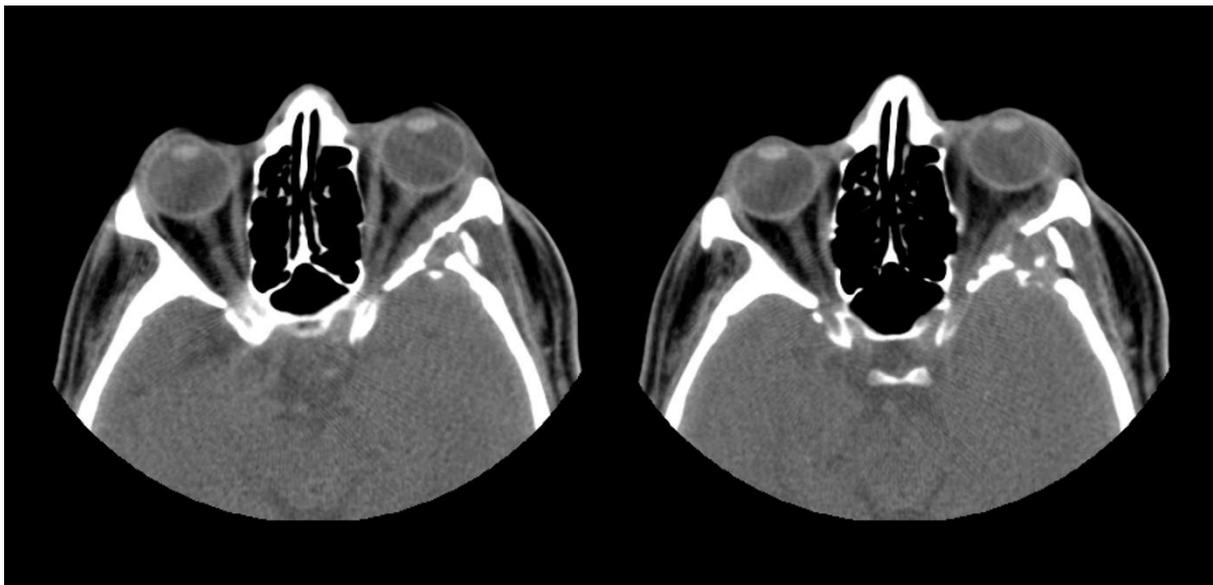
TC simple de órbitas: cortes axiales (ventana de partes blandas), en los que se demuestra el leve componente blando tumoral (sutilmente hiperdenso, extraconal y temporal) en íntima relación con el músculo recto lateral.
